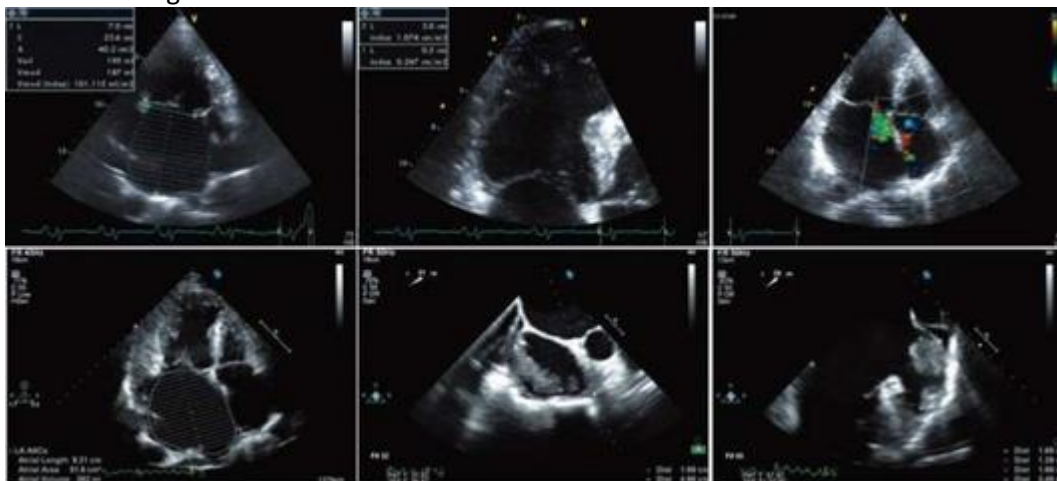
Эхокардиограммы больной К. от 2010 г. (верхний ряд) и 2015 г. (нижний ряд). Выраженная прогрессирующая дилатация левого предсердия (левые снимки - увеличение объема с 187 до 262 мл); соотношение некомпактного и компактного слоев в стенке левого желудочка близко к 4, отчетливо выявляется локальная гипертрофия межжелудочковой перегородки (верхний ряд в центре); потоки регургитации через митральный клапан и открытое овальное окно слева направо (верхний ряд справа); массивные флотирующие тромбы правого (в центре) и левого (справа) предсердий по данным чреспищеводной эхокардиографии (нижний ряд); тромб выявлен также в верхушке левого желудочка
